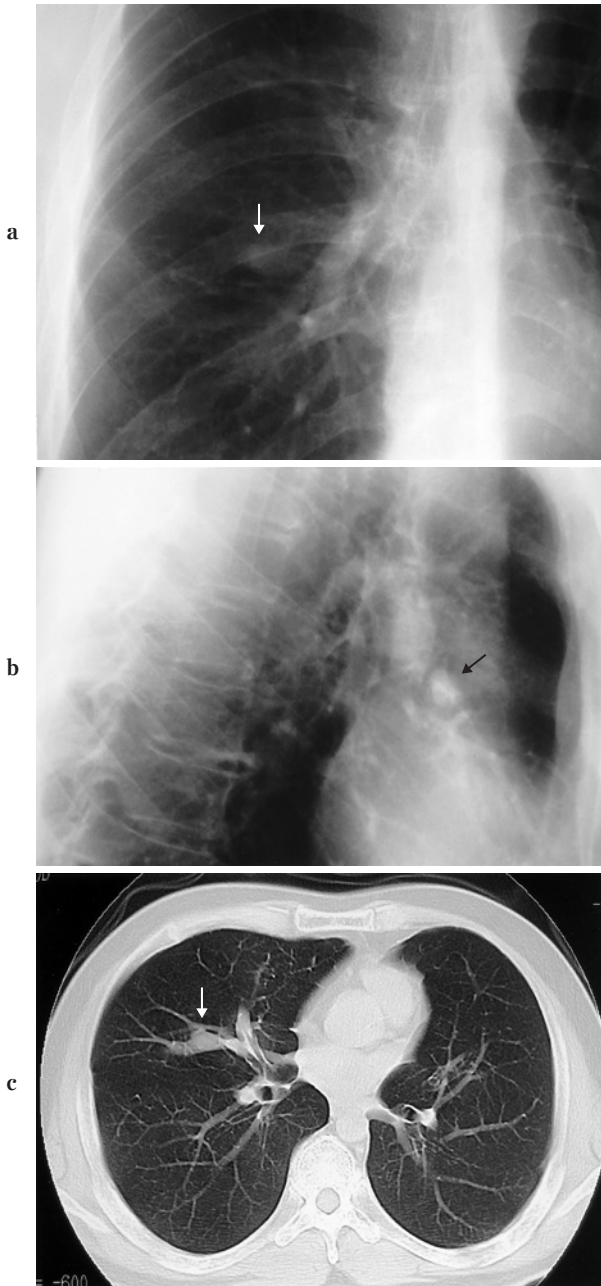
(a) P-A view: An oval shadow is observed in the center of the right middle lung field. (b) Lateral view: A round shadow is clearly observed in the middle lobe. (c) CT: On CT image, the nodular shadow observed on P-A view was thought to be an arteriovenous fistula in the middle lobe.
